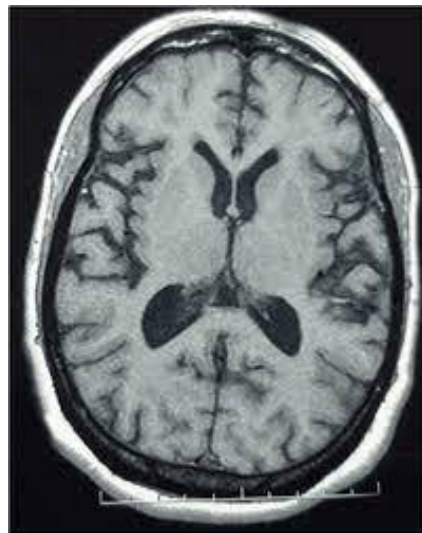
IRM axiale pondérée en T1 montrant une atrophie corticale et sous-corticale.
